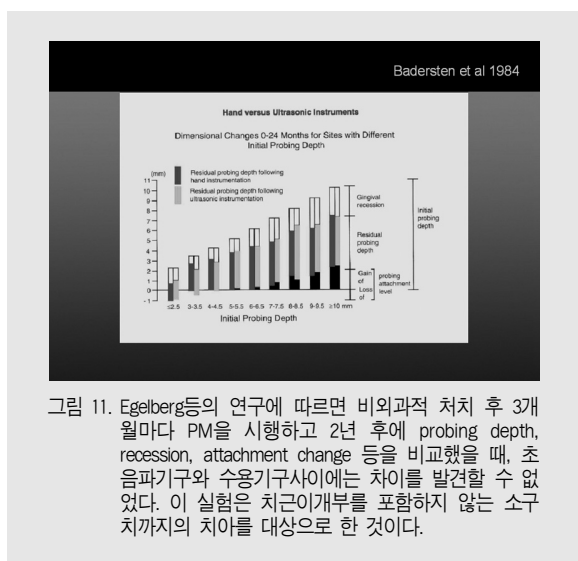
Egelberg등의 연구에 따르면 비외과적 처치 후 3개월마다 PM을 시행하고 2년 후에 probing depth, recession, attachment change 등을 비교했을 때, 초음파기구와 수용기구사이에는 차이를 발견할 수 없었다. 이 실험은 치근이개부를 포함하지 않는 소구치까지의 치아를 대상으로 한 것이다.
